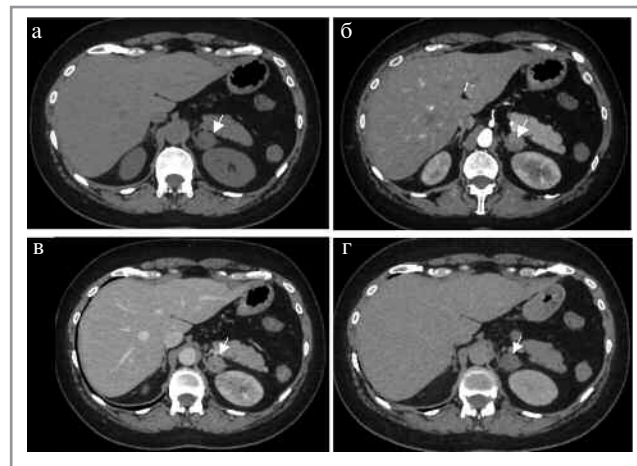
МСКТ, аксиальная проекция: а – НФ; б – АФ; в – ВФ; г – ОФ. Аденома надпочечника с низким содержанием жира (стрелка).
